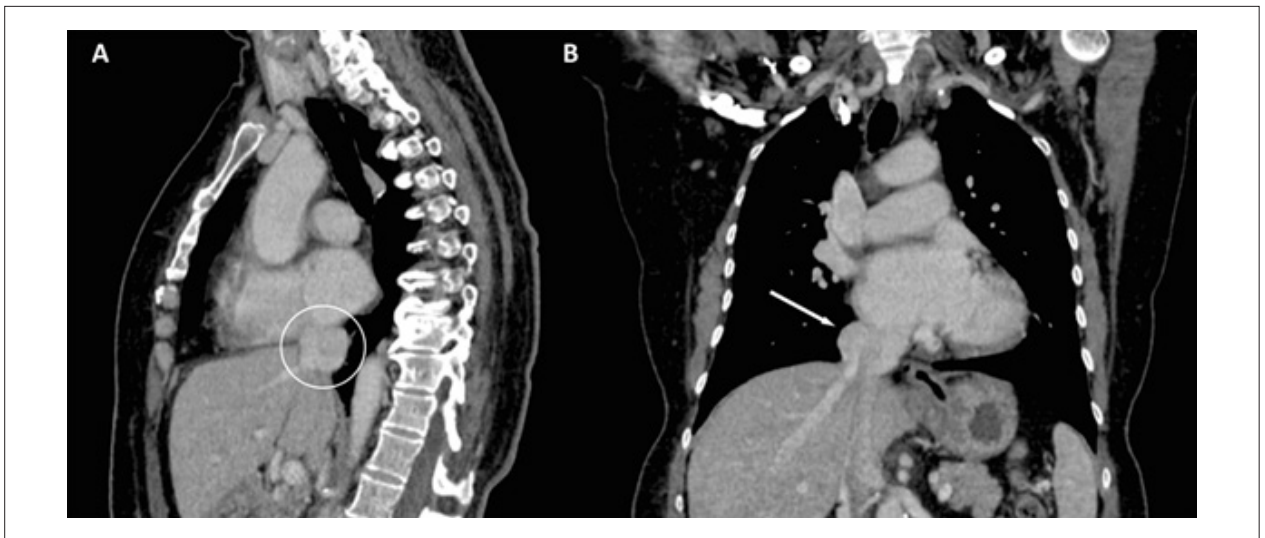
TC de tórax. A) TC de tórax com administração de contraste intravenoso, em corte sagital, evidenciando aneurisma da VCI (círculo branco); B) TC de tórax com administração de contraste intravenoso, em corte coronal, demonstrando aneurisma supra-hepático da VCI adjacente ao átrio direito (seta branca). TC: tomografia computadorizada; VCI: veia cava inferior.
